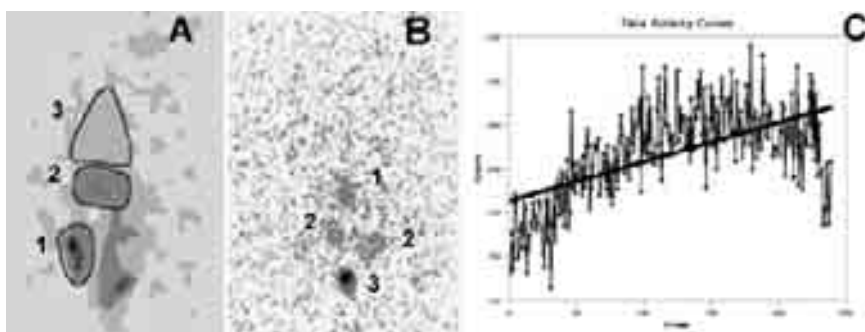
Данные сцинтиграфии при моделированной стриктурной непроходимости кишечника. А – Динамическая сцинтиграфия. Суммационная сцинтиграмма за 4 часа исследования: регистрируется поступление меченых бактерий в печень, мягкие ткани. Обведены зоны интереса «кишечник» – 1 (место введения БРП), «печень» – 2, «мягкие ткани» – 3. В – Статическая сцинтиграфия после экстирпации кишечника: регистрируется накопление меченых бактерий в проекции печени – 1, почек – 2, мочевого пузыря – 3. С – Кривая активность-время с области печени имеет восходящий вид, что также свидетельствует о поступлении БРП в печень.
